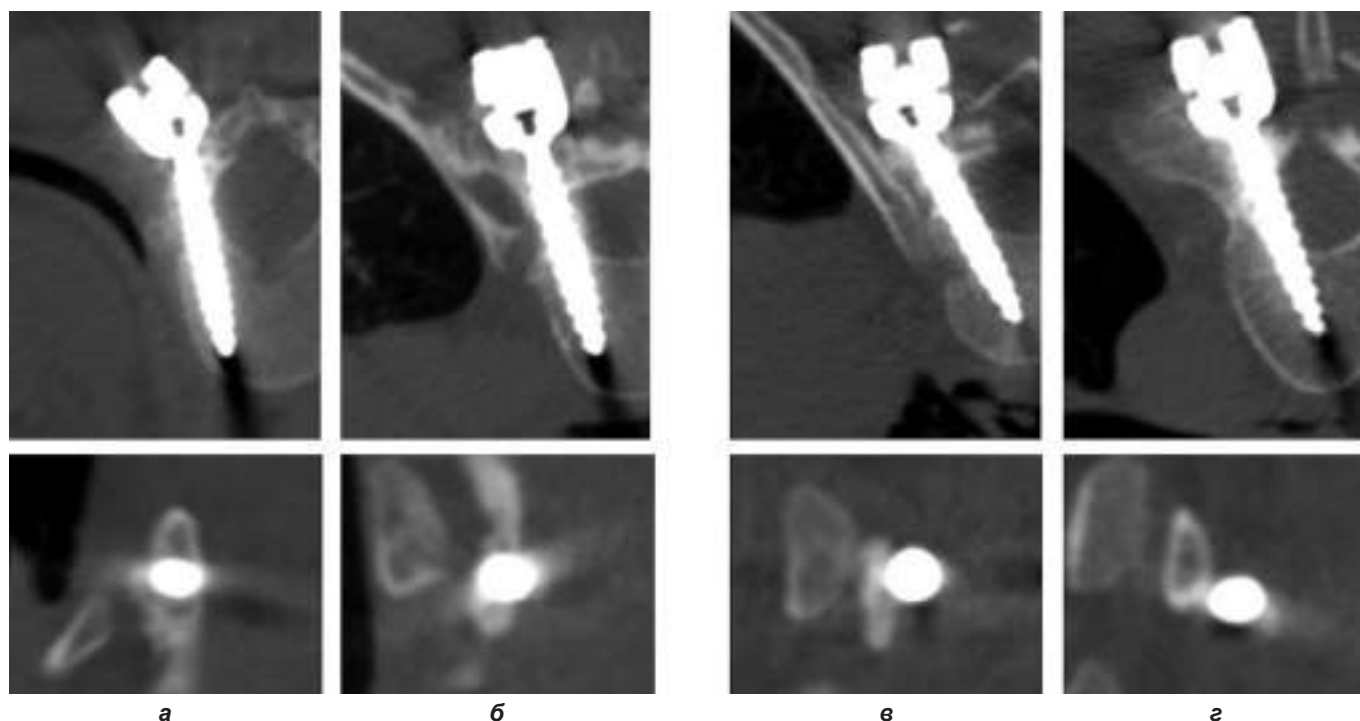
Послеоперационная КТ. Корректное (а, б) и некорректное (в, г) стояние транспедикулярных винтов.
